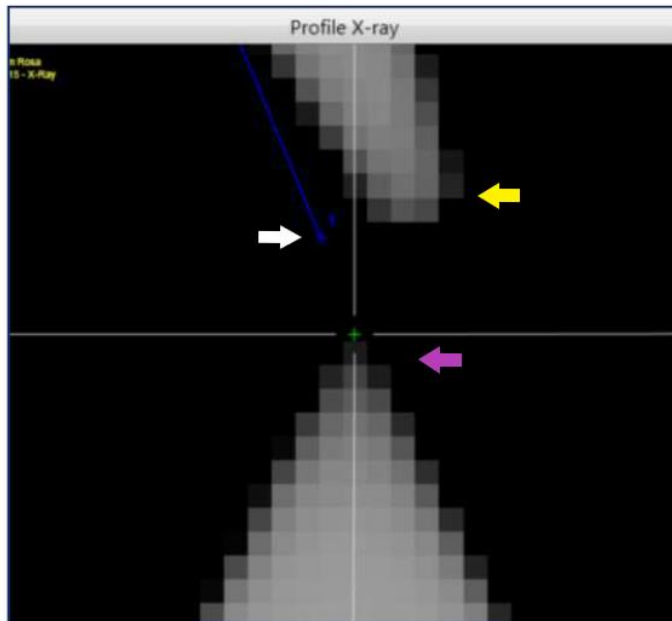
Ausschnitt aus einer Röntgenaufnahme zur Bestimmung der Zielpunkte. Der weiße Pfeil weist auf den in das Röntgenbild projizierten, geplanten Zielpunkt. Der gelbe Pfeil weist auf die Roboternadel. Der Pfeil in Magenta weist auf die Spitze der Phantomnadel („tatsächlicher Zielpunkt“). Das grüne Kreuz ist der Cursor in der ROSA-Software.
